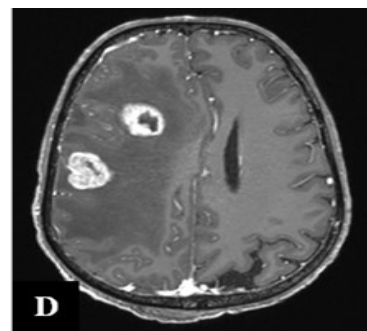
IRM cérébrale en coupe axiale
